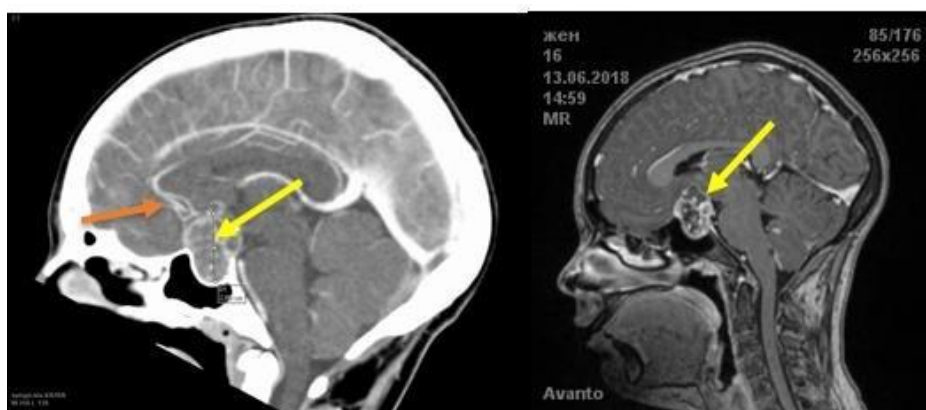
КТ ангиография и МРТ головного мозга при поступлении
